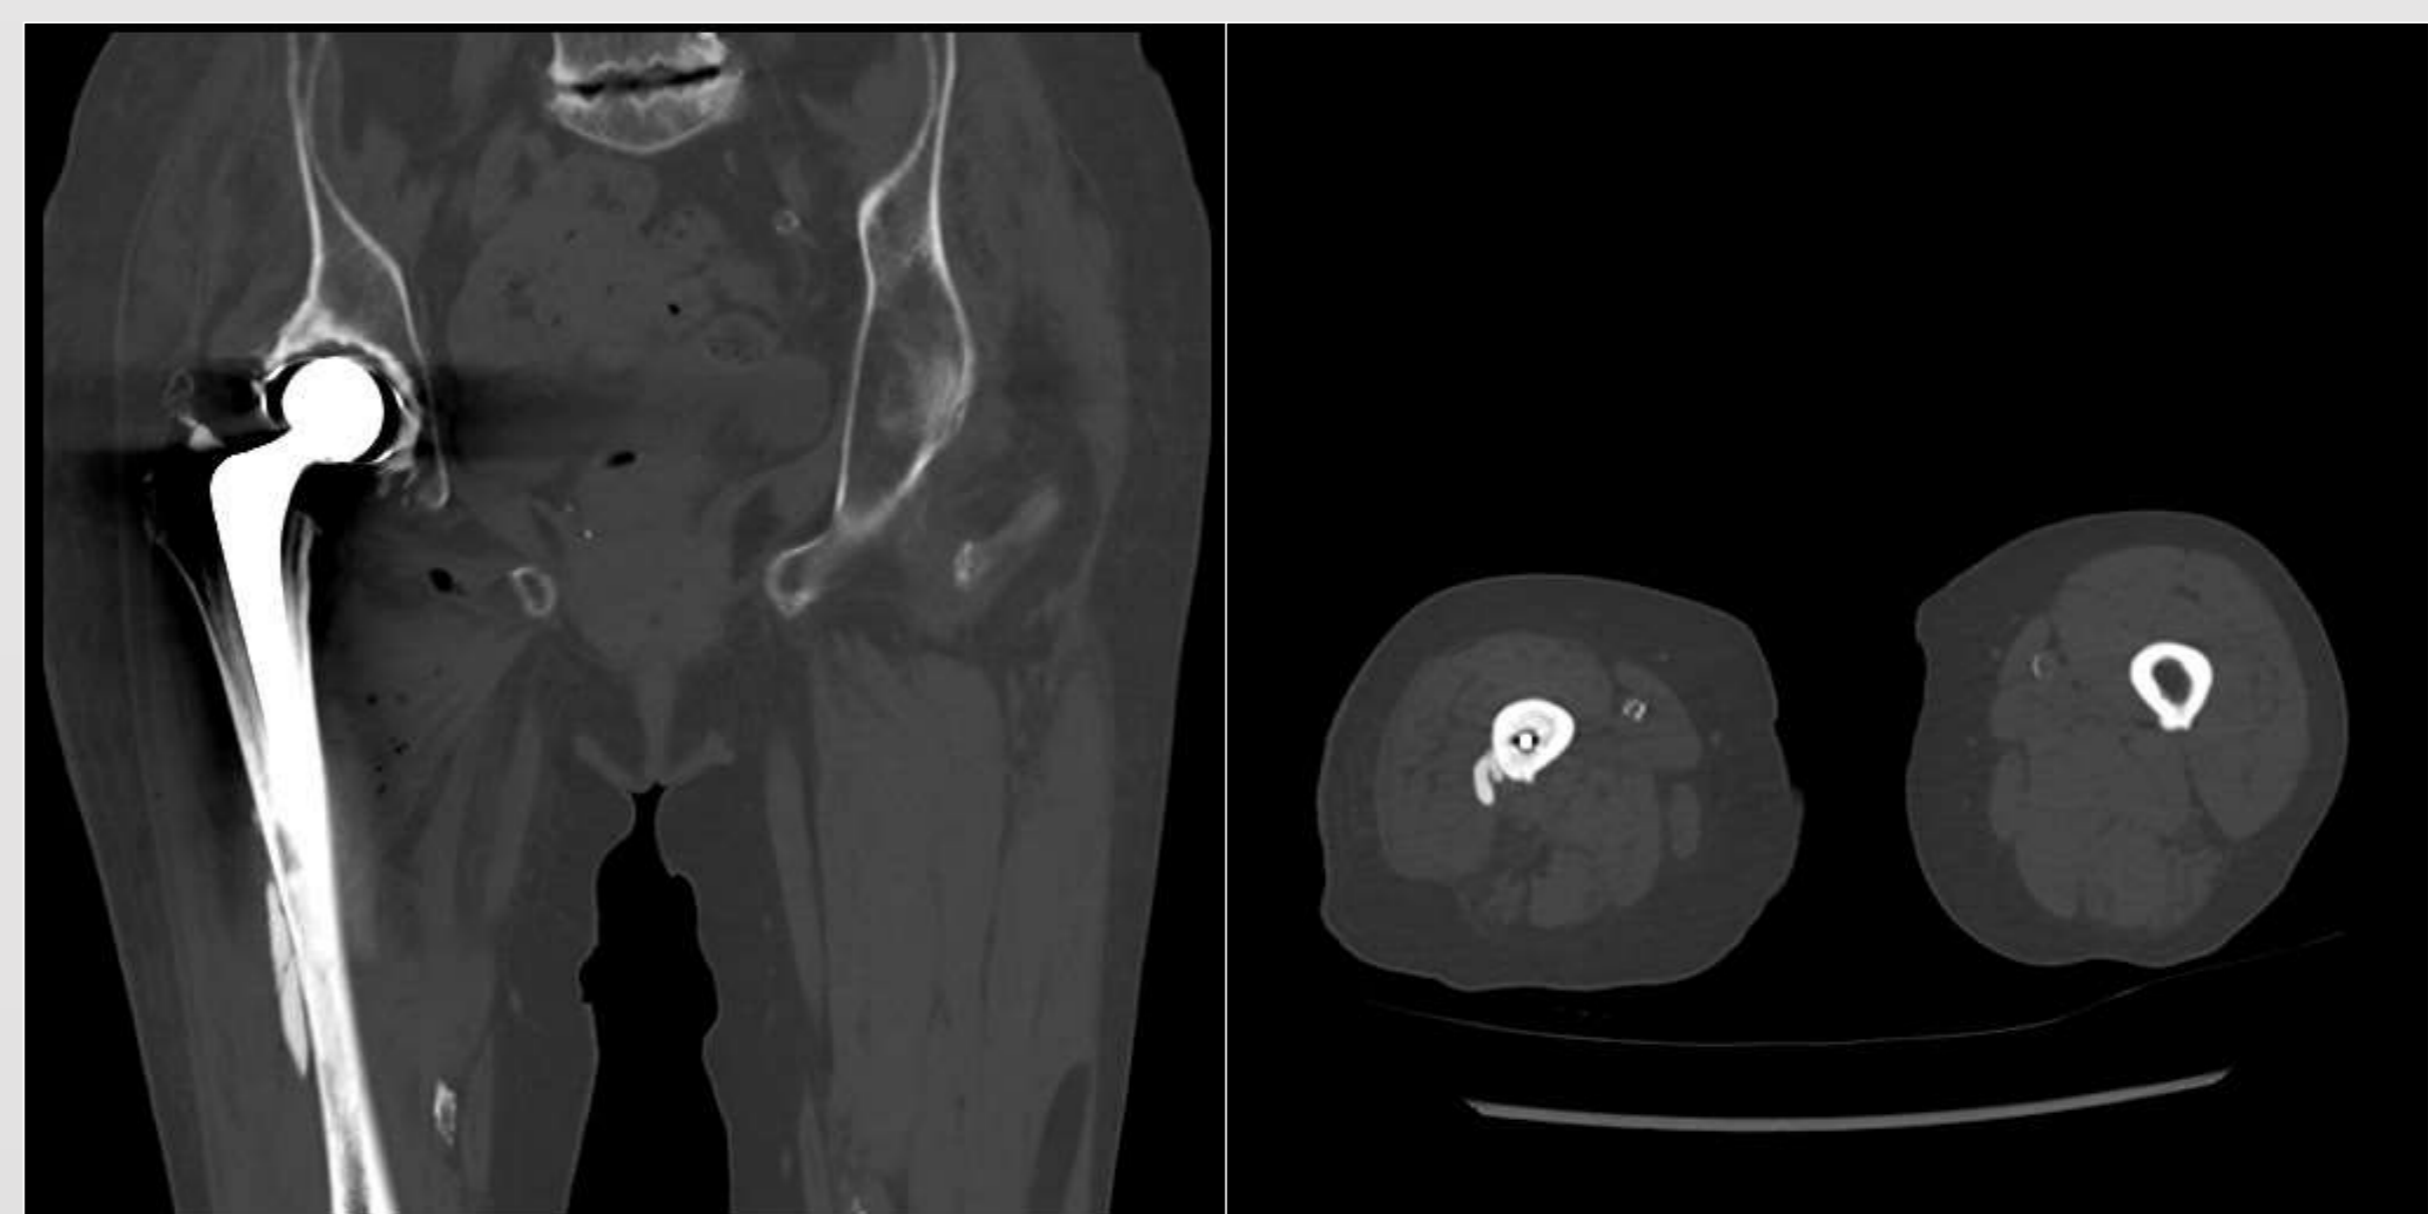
Se solicitó TAC, donde se observa extravasación de cemento sin fractura periprotésica ni falsa vía asociada, compatible con extrusión a través de agujero nutricional, compatible con fenómeno de arteriovenograma por cemento.
